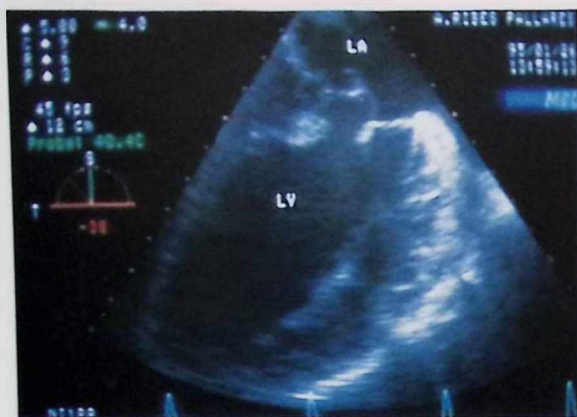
Ecocardiograma transefagico multiplanar (128°) en el que se visualiza una masa densa en ventriculo izquierdo y que corresponde al musculo postero-medial roto. Se observa prolapso de la valva posterior en auricula izquierda. Abreviaturas: LV: ventriculo izquierdo; LA: auricula izquierda.
